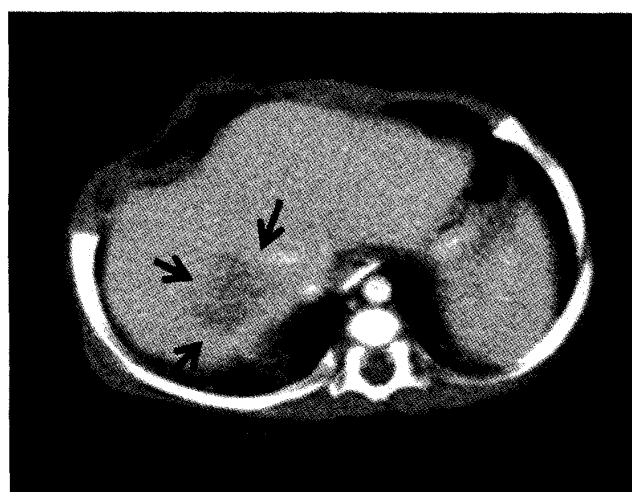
化学療法7コース後腹部造影CT:4区域にまたがる腫瘍は著明に縮小し, S3に1.7cm (A), S8に2.2cm (B), S5に1.0cm (C) (矢印)にまで限局していた。
